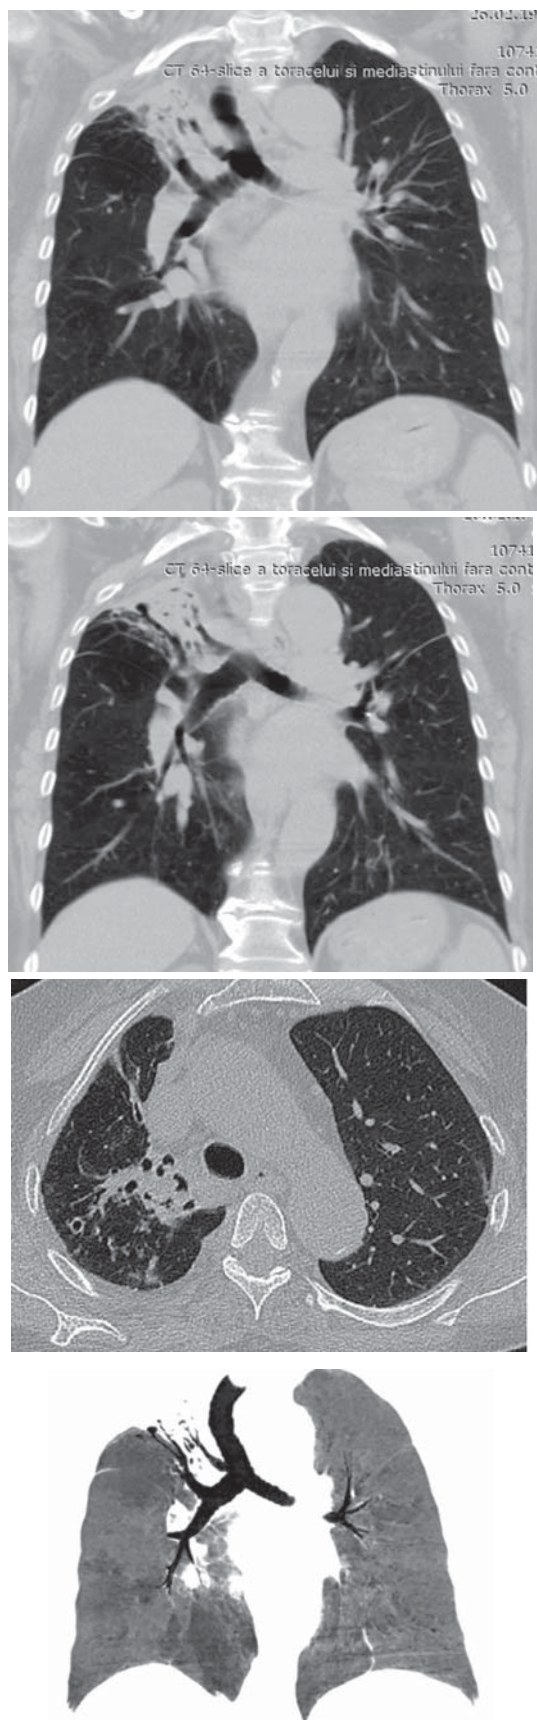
Computer tomografia de rezoluție înaltă prezintă bronhul traheal (săgeți), cirotizarea lobului superior pe dreapta, multiple bronșiectazii cilindrice, varicoase
